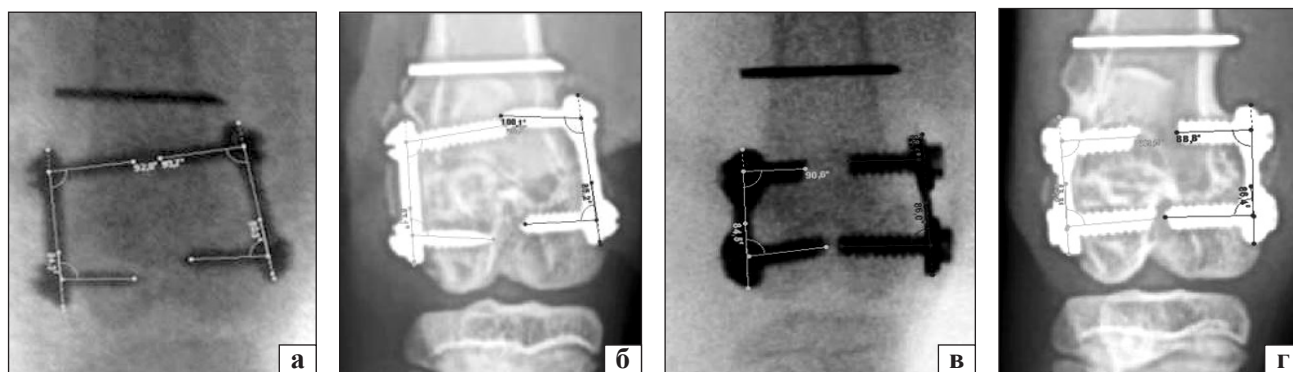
Рентгенограми нижніх кінцівок кролів, показники PSA і DSA: група 1, після операції (а) і через 7 тижнів (б); група 2, після операції (в) і через 7 тижнів (г)
